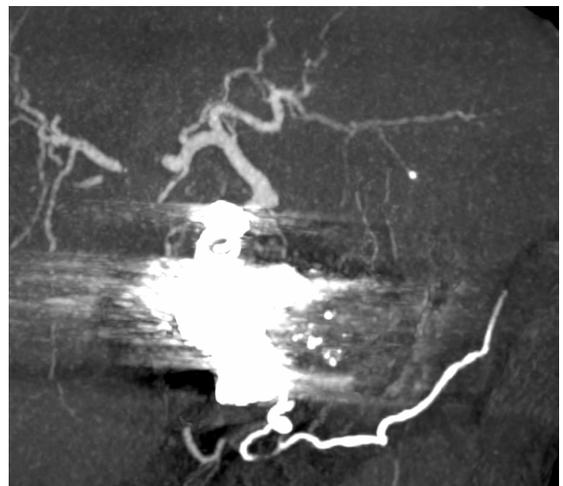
Angiotomografia de controle.
